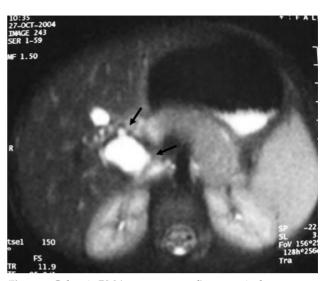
Colangio RM (corte transversal): presencia de pequeños quistes biliares en el hilio hepático (flechas).
